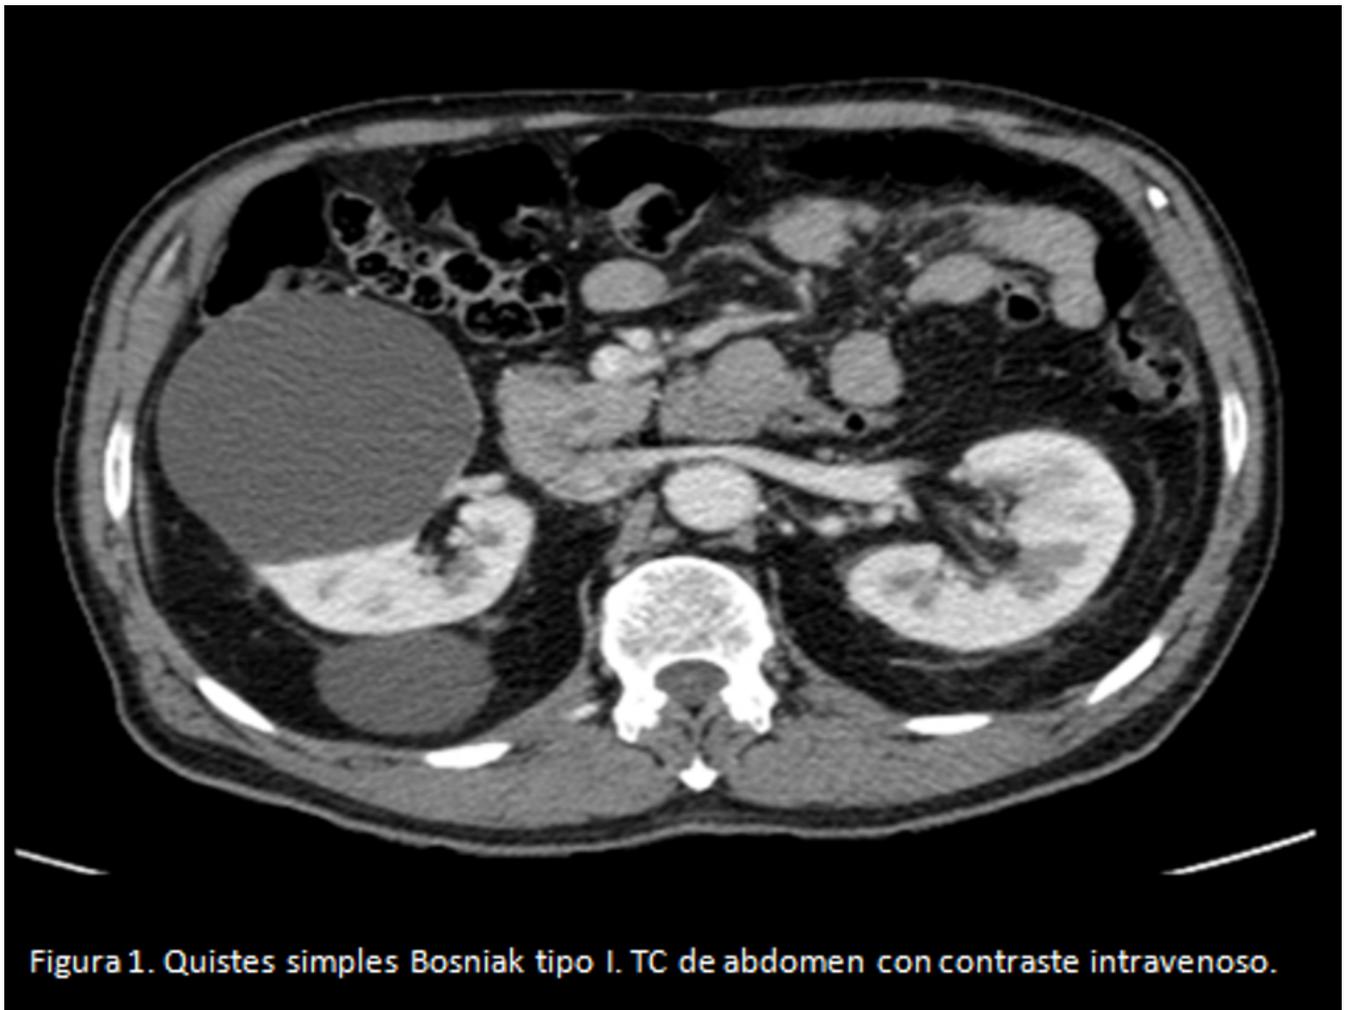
Quistes simples Bosniak tipo I. TC de abdomen con contraste intravenoso.
